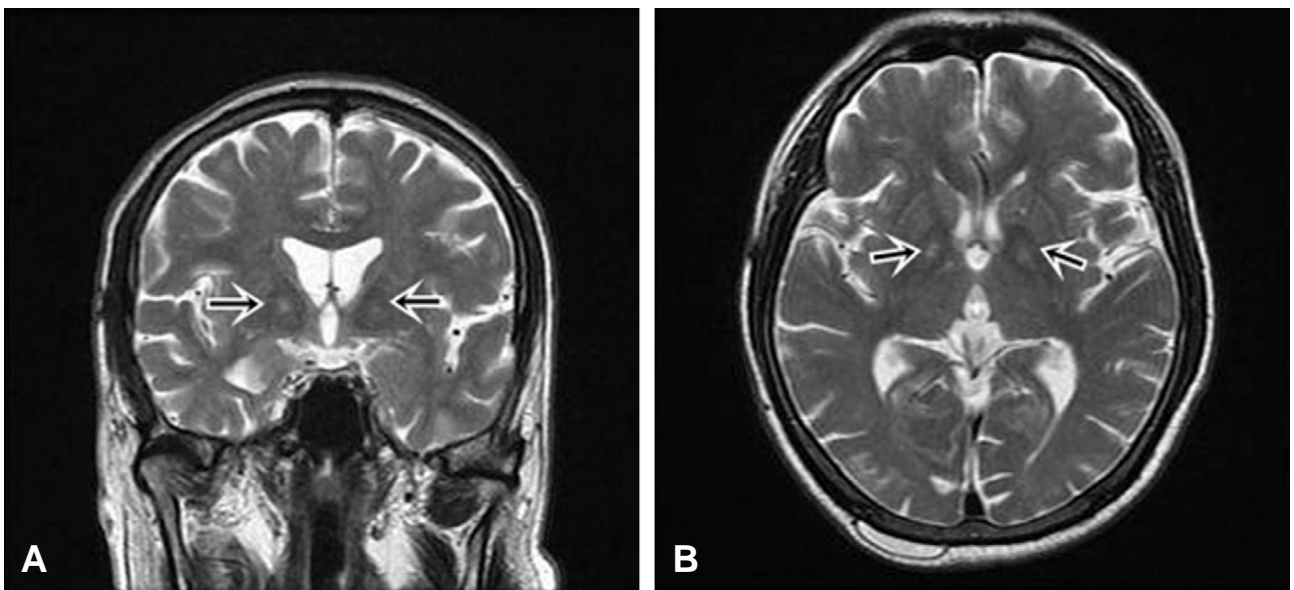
Brain MRI (T2WI) coronal view (A) and axial view (B) show high signal intensity on both globus pallidus.
